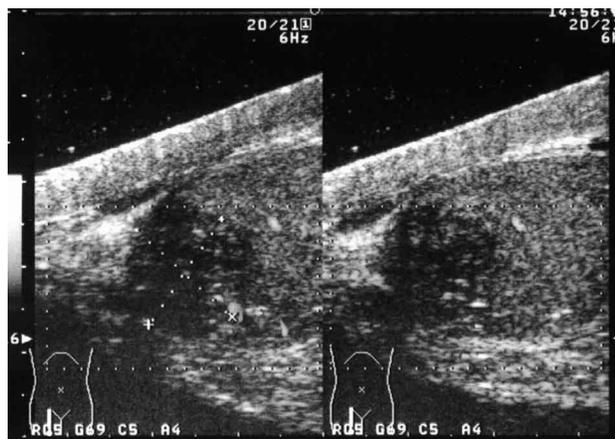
Ultrasonography revealed a right testicular mass lesion.
